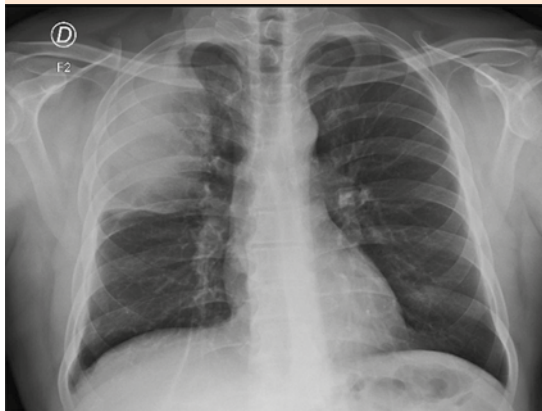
Radiografía de tórax anteroposterior y lateral de ingreso.
